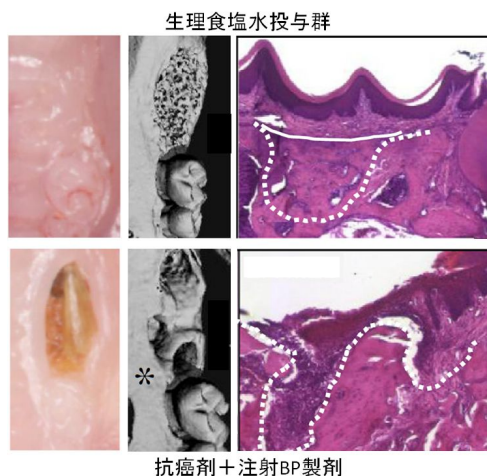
BP製剤と抗癌剤の併用が惹起するONJ<sup>5</sup>(左側：肉眼所見により下段の抗癌剤+注射BP製剤投与群では明らかに軟組織の閉鎖が行われていないことが理解できる。真ん中：マイクロCT所見より、抗癌剤+注射BP製剤投与群では抜歯窩が全く治癒していないことが観察される。右側：ヘマトキシリン・エオジン染色により、抗癌剤+注射BP製剤投与群では、軟組織の閉鎖が行われておらず、壊死骨が有意に多く存在する。)
